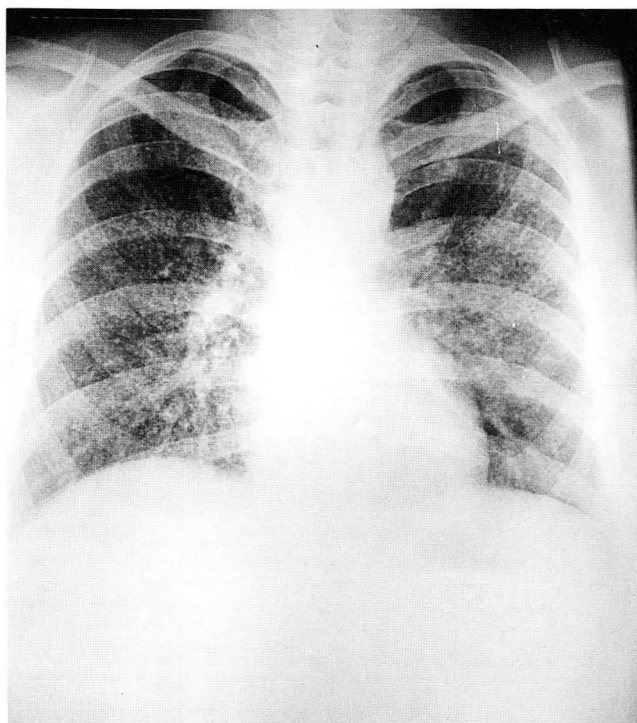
A 32-year-old woman with diabetes mellitus. A posteroanterior chest roentgenogram reveals diffuse bilateral interstitial nodules.
